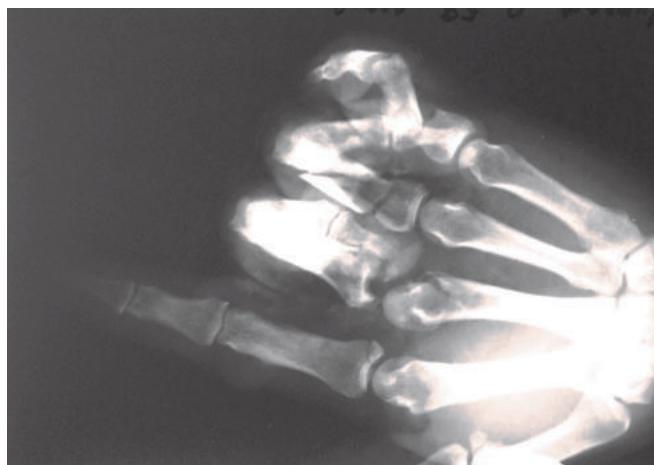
Рентгенограмма кисти больного М.
